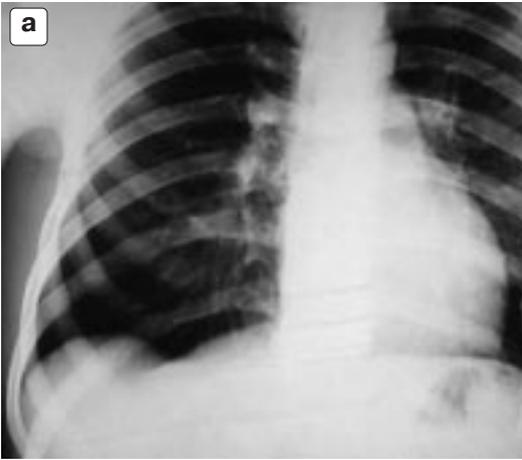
Слабость задне-наружного отдела правой половины диафрагмы. Рентгенограммы в прямой (а) и правой боковой (б) проекциях. в – рентгенограмма в условиях пневмоперитонеума: видно истончение слабого участка диафрагмы.
